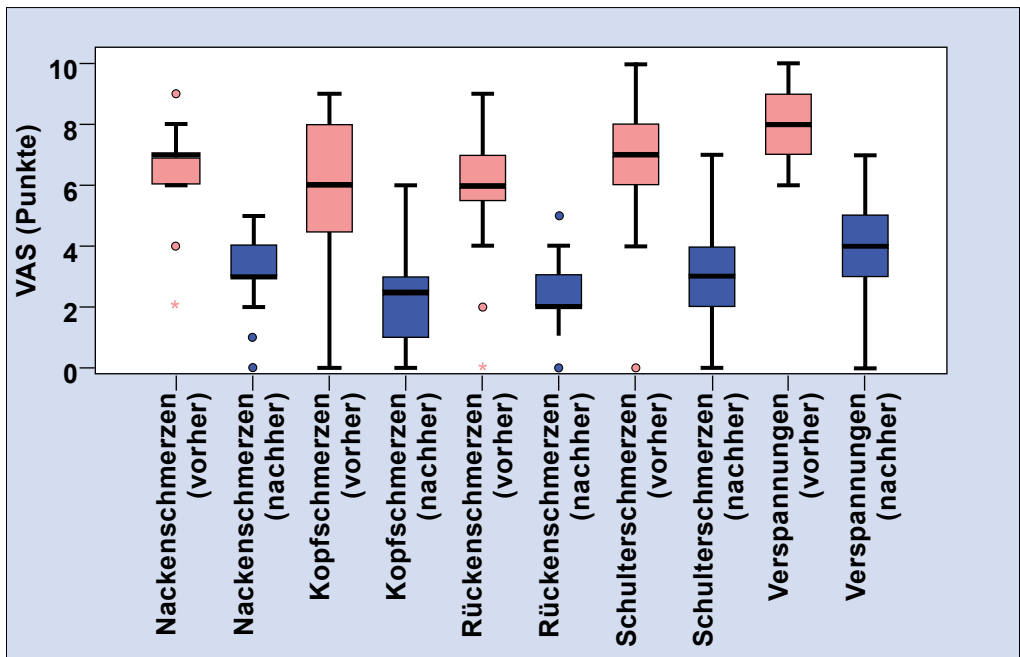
VAS vor und nach Behandlung (mit dem Rayocomp Bioresonanzgerät)
